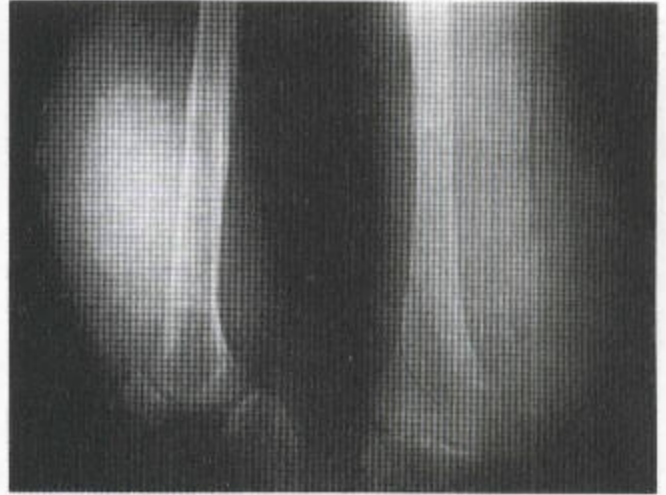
脂肉瘤 平片显示有一巨大的软组织块, 只伴有少数透光区, 边缘钙化。
